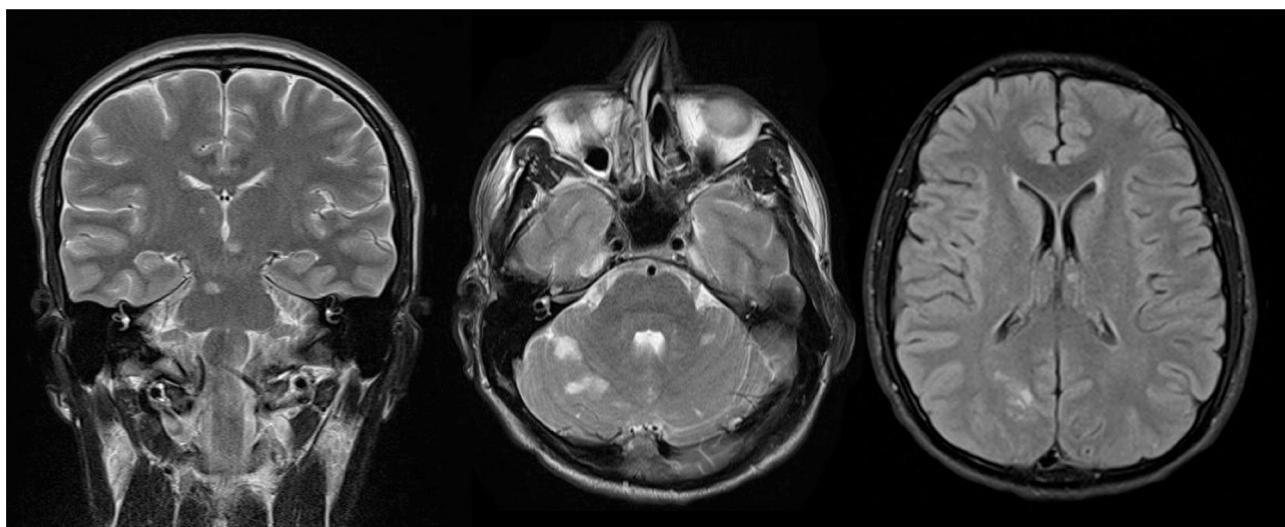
Resonancia magnética encefálica. Se observan múltiples lesiones isquémicas de la circulación vertebo-basilar hiperintensas en secuencias T2 y FLAIR.
